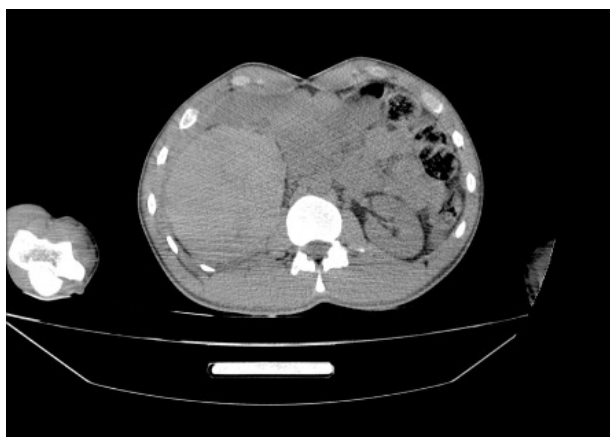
TAC de abdomen la cual muestra hemoperitoneo y riñón en avulsión
